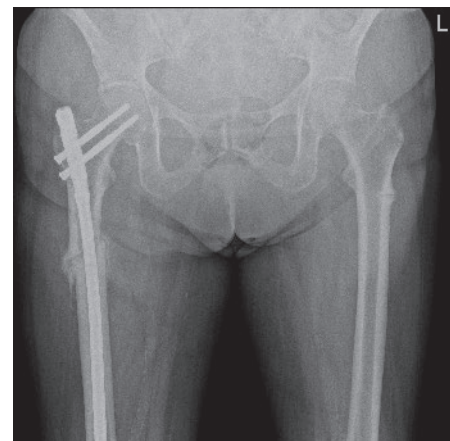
Radiographie du bassin en incidence antéro-postérieure. À droite: état après traitement chirurgical de la fracture fémorale atypique au moyen d'un clou gamma long trois mois auparavant. À gauche: fracture fémorale atypique incomplète.
